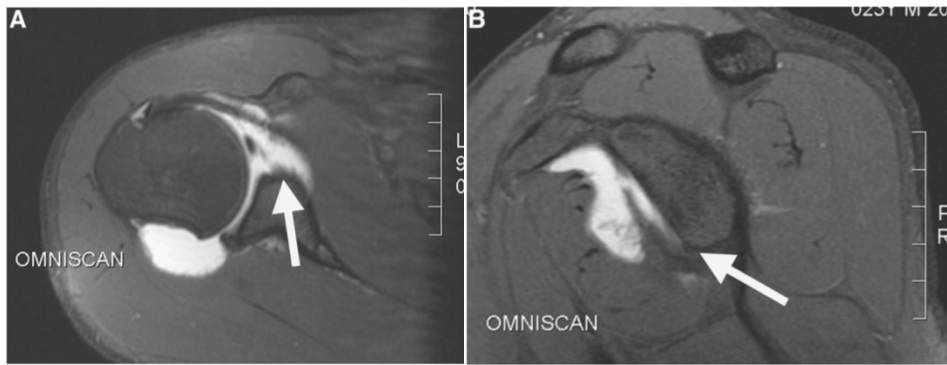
Axiale (A) und parasagittale (B) MRT-Arthrografie (T2-fat-saturated) bei einer ossären Bankart-Läsion (weißer Pfeil) [71]. © 2007 SAGE Publications "creative common rights"
